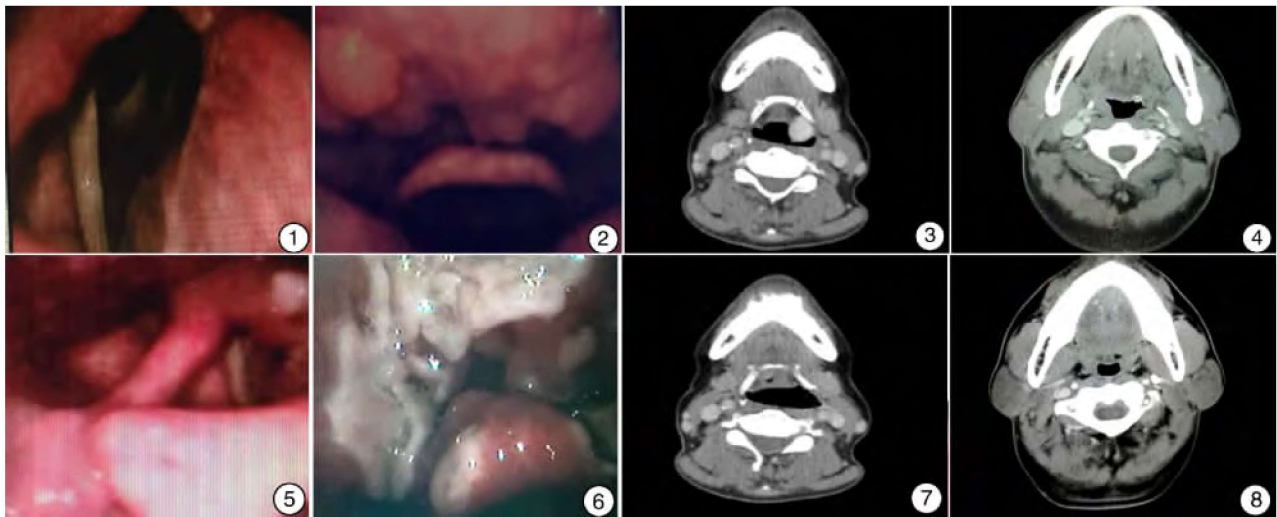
左侧杓会厌襞血管瘤术前电子喉镜图； 图 2 舌根血管瘤术前电子喉镜； 图 3 左侧杓会厌襞血管瘤术前 CT； 图 4 舌根血管瘤术后 CT 图 5 左侧杓会厌襞血管瘤术后电子喉镜图； 图 6 舌根血管瘤术后电子喉镜； 图 7 左侧杓会厌襞血管瘤术后 CT； 图 8 舌根血管瘤术前 CT
